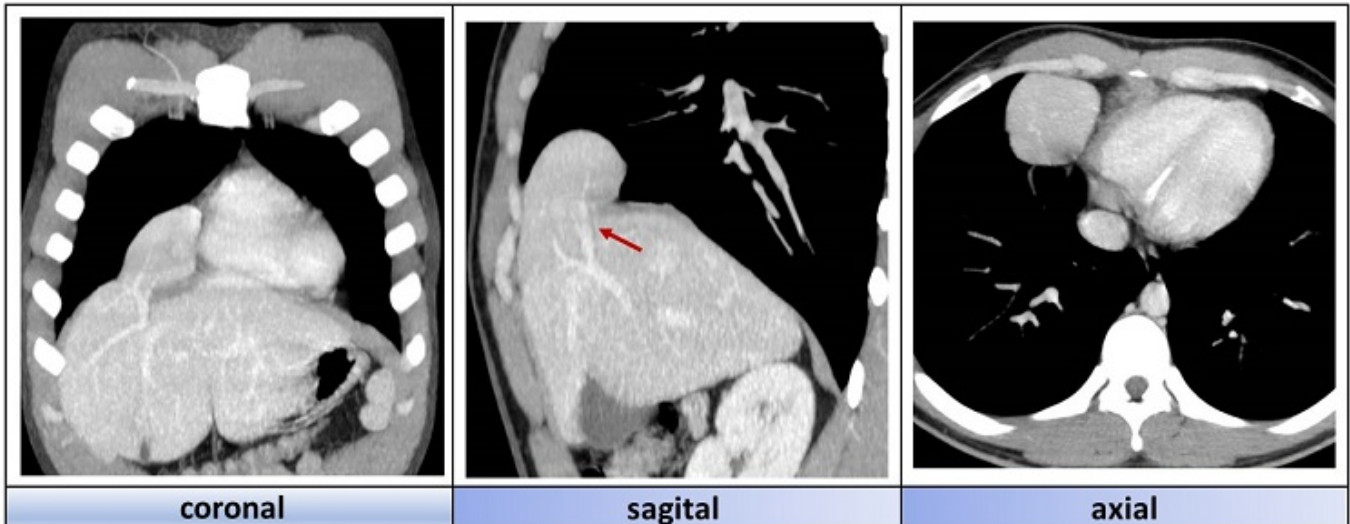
Imágenes de tomografía con contraste intravenoso en los distintos planos de corte en las que apreciamos lóbulo hepático accesorio intratorácico que depende del segmento VIII. Se aprecia pedículo vascular propio (flecha)
